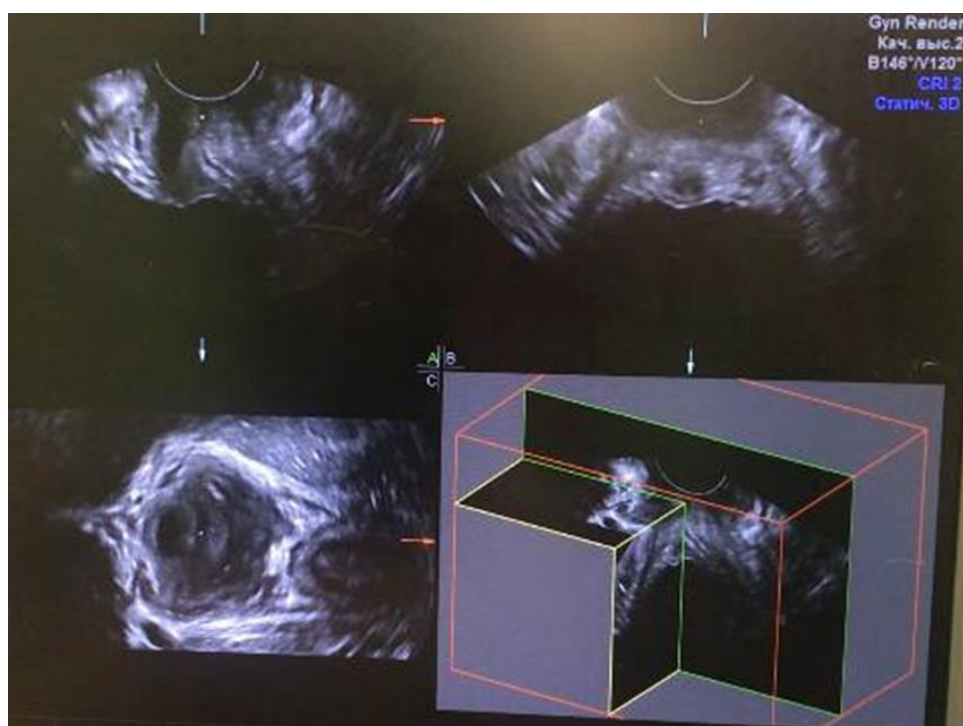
3D УЗИ в режиме Multi-Plane Rendering. Объемное изображение тазового дна получено во фронтальной, сагиттальной и аксиальной плоскостях
